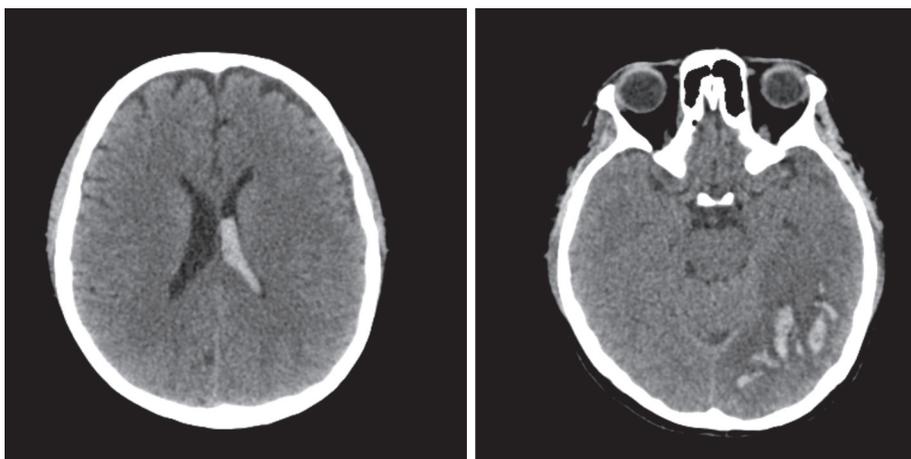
КТ головного мозга в острой стадии: тромбоз левого поперечного (бокового) синуса с распространением на левую яремную вену, осложненный геморрагическим инсультом в левой затылочно-теменной области, с внутримозжечковым кровоизлиянием.
